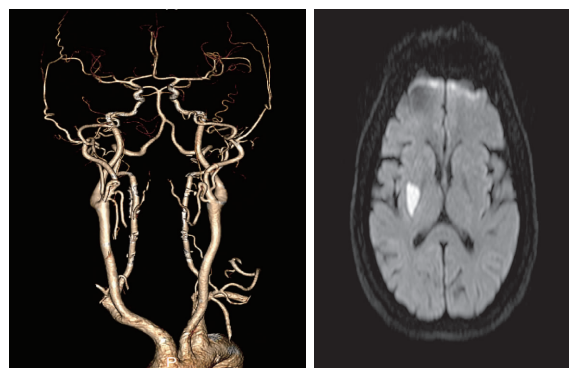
左侧为患者 CTA 未见大血管狭窄及畸形;右侧为患者入院第 2 d 行 MRI-DWI 示右侧基底节片状急性期脑梗死灶
